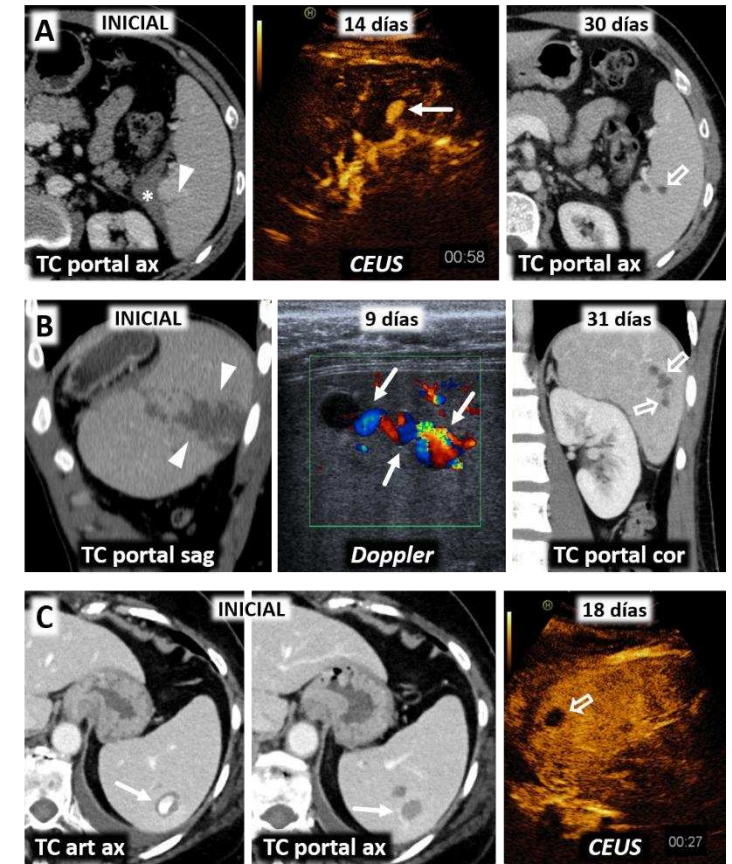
Pseudoaneurismas esplénicos postraumáticos resueltos espontáneamente en varones jóvenes. Laceraciones iniciales sin pseudoaneurisma (cabezas de flecha, no mostrada en C), con formación posterior de pseudoaneurismas demostrados con CEUS en A y B y con TC en C (sólo visible en fase arterial), resueltos espontáneamente en controles tras decidir manejo conservador, demostrado con TC en A y B (también en fase arterial, no mostrado) y con CEUS en C.
